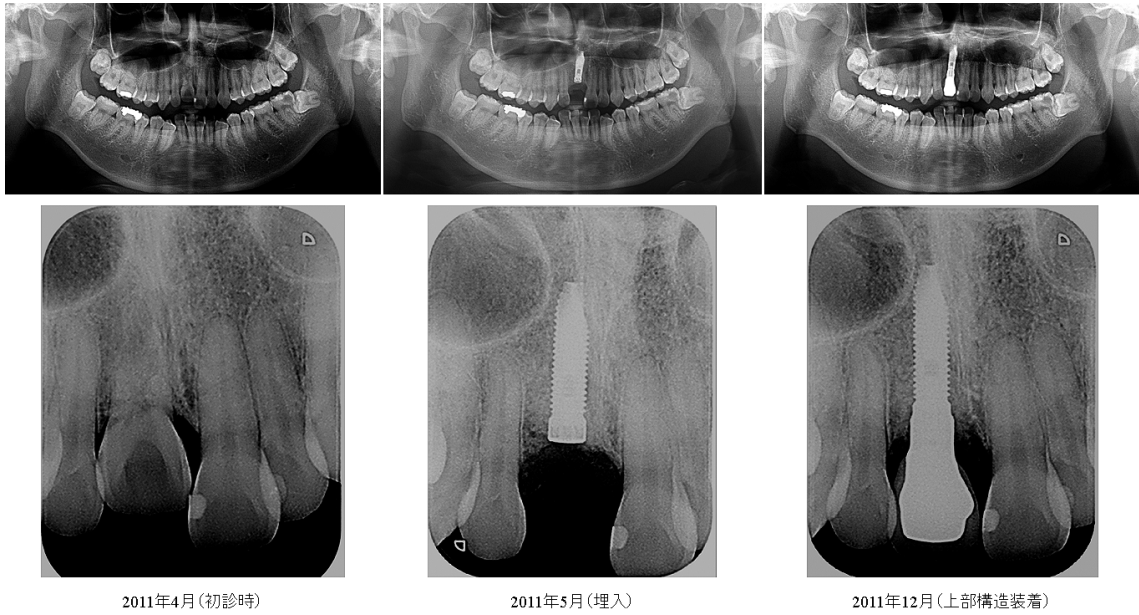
症例2のパノラマX線像および口内法X線像
